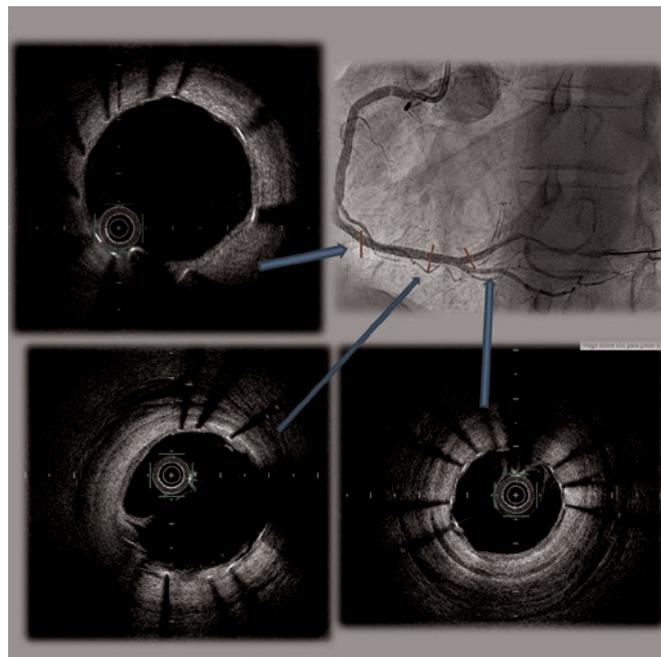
Angiografía y tomografía de coherencia óptica tras la posdilatación a las 6 semanas.
